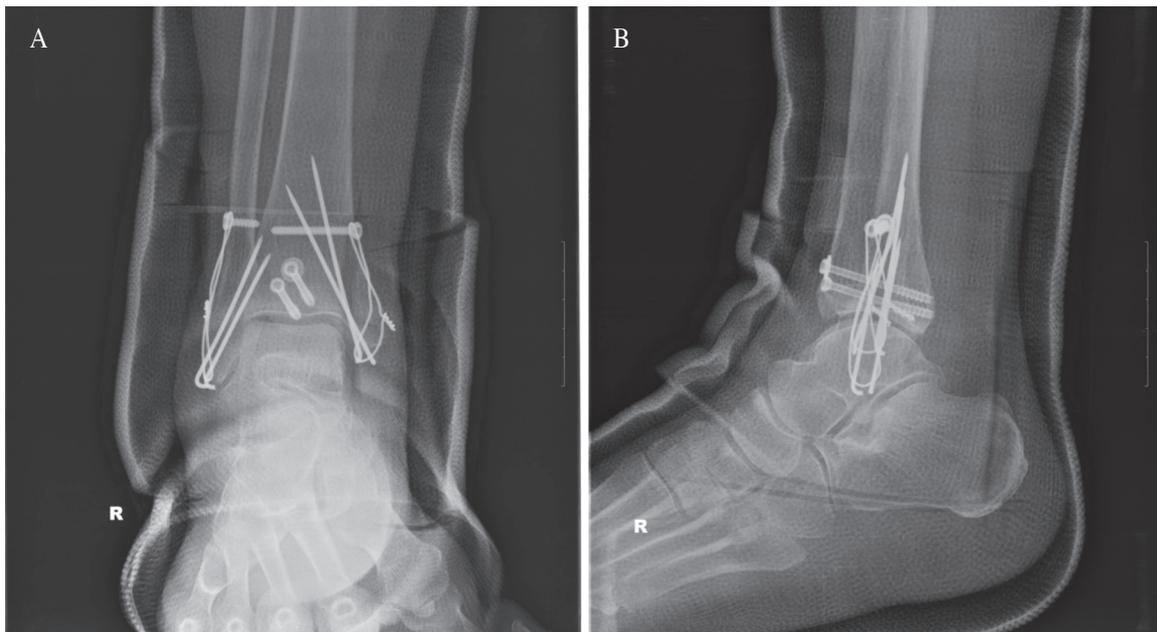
81-year-old woman with open ankle fracture was transferred after operation. (A) Anteroposterior view of postoperative radiograph. (B) Lateral view of postoperative radiograph.
